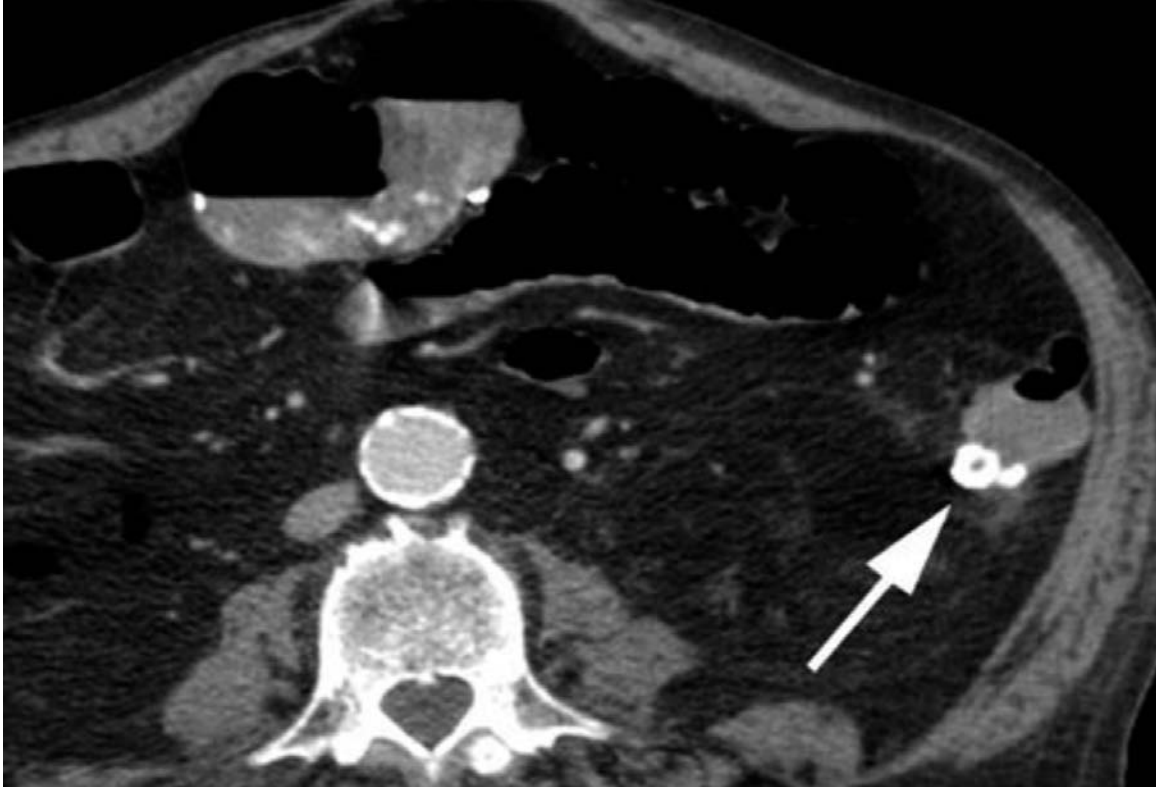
Imagen de TAC. La flecha señala la extravasación.
